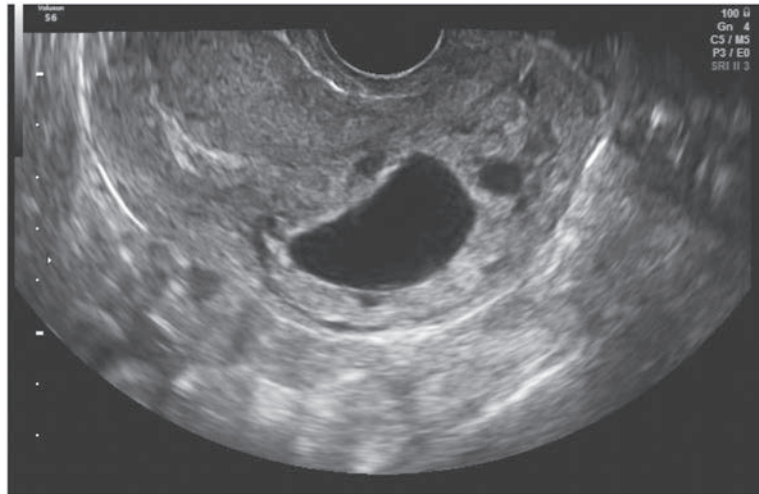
初診時(妊娠9週)の経膣超音波画像。胎嚢の頭側に子宮内膜が確認できる。
